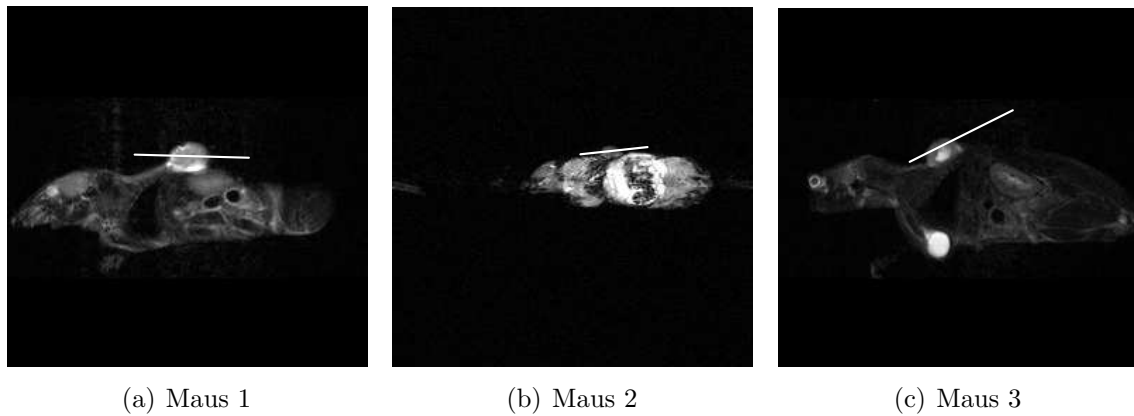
Schichtpositionierung. In der dynamischen MRT wurde eine Schicht durch den Tumor gelegt.
